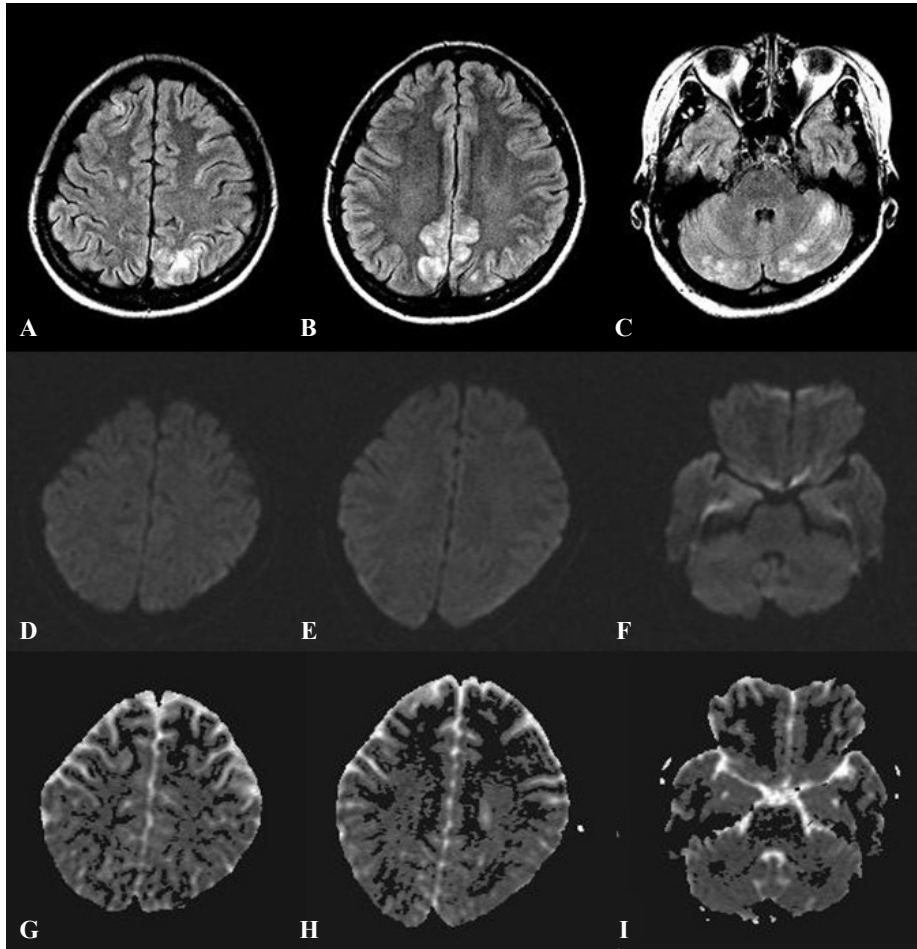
Brain MRI of the patient. (A-C) FLAIR image shows high signal intensity lesions of the bilateral occipital and cerebellar area. (D-F) Diffusion-weighted image does not show high signal intensity lesions of these area. (G-I) ADC image shows high and isodense signal intensity lesions of these coincidental lesions.
